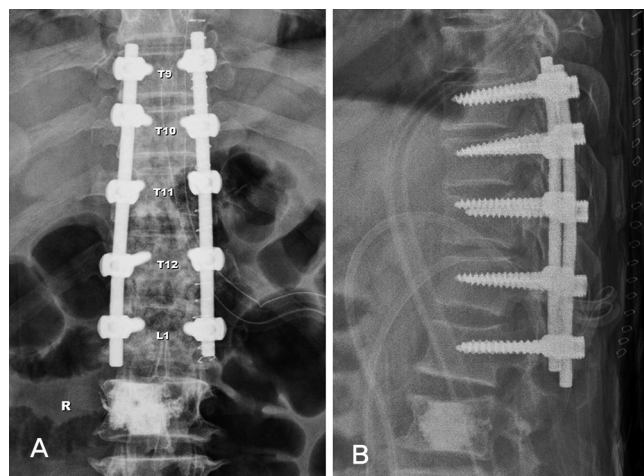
(A, B) Plain radiograph of D-L spine AP and lateral. Showing Posterior instrumentation from T9 to L1, Kyphoplasty L2.
